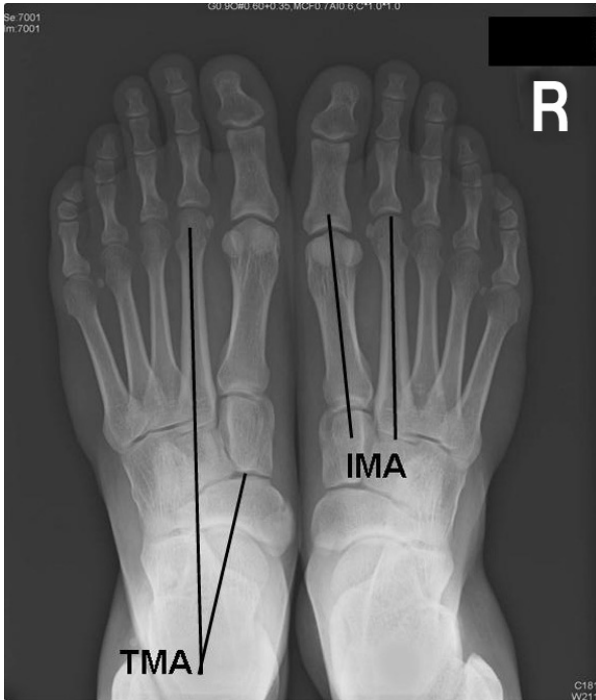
This picture shows a 35 year old male anteroposterior (A) and lateral (B) foot radiograph before wearing the orthosis and parameters for radiographic assessment. IMA: 1<sup>st</sup> and 2<sup>nd</sup> intermetatarsal angle, TMA: talo-2<sup>nd</sup> metatarsal angle, CP: calcaneal pitch, TH: talar height.
